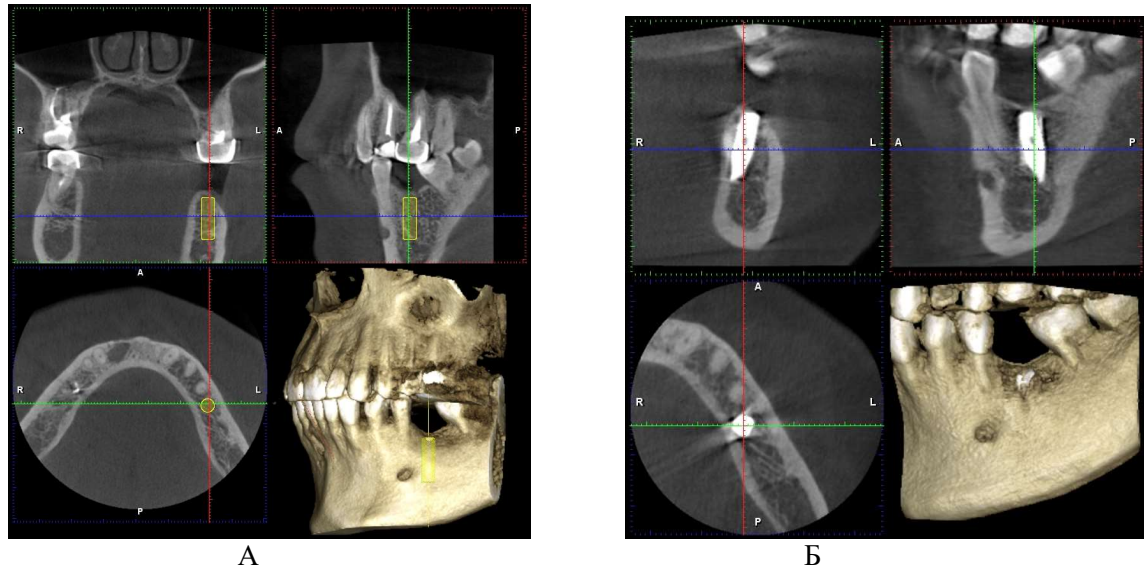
Компьютерная томограмма пациента С.
